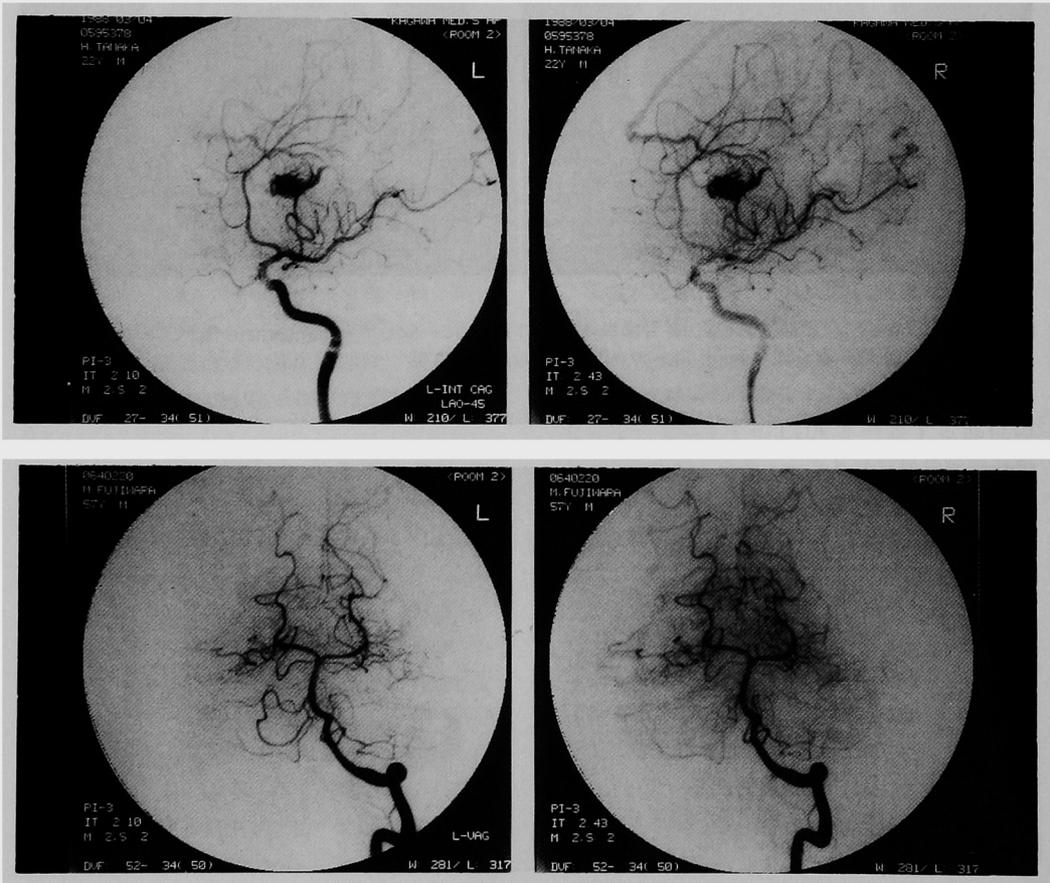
a (上), b (下) 脳血管造影DSA像. aでは左前頭葉にnidusを認め,同時にfeeding arteryやdraining veinも見られる. bでは,単純CTでのLDAの部分である右後大脳動脈の支配領域のarteryが粗で,同部にcappillary brushを認める. また,右後頭葉内側にearly venous fillingもみられる。
